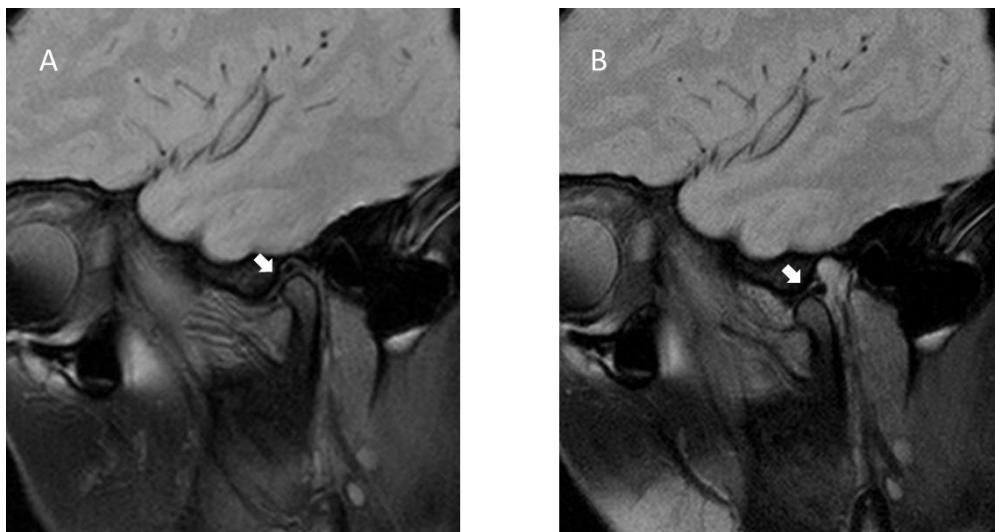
Imágenes de RM en el plano sagital con secuencia T2*. En la imagen A, el paciente se encuentra en posición de boca cerrada y el disco se posiciona correctamente entre cóndilo y eminencia temporal. En la imagen B, se observa la posición de boca abierta y el complejo cóndilo-disco se traslada correctamente hacia adelante. Se puede observar las tres zonas del disco: banda anterior, zona intermedia y banda posterior.
